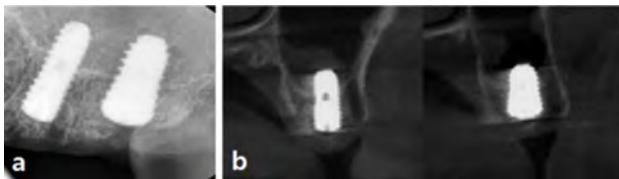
Post-operative radiograph. (a) Periapical radiograph. (b) CBCT.
